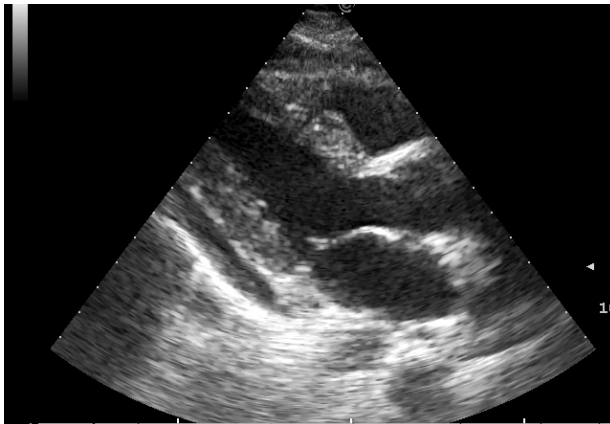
Echocardiography. Visualization of pericardial effusion in the pleural cavity
